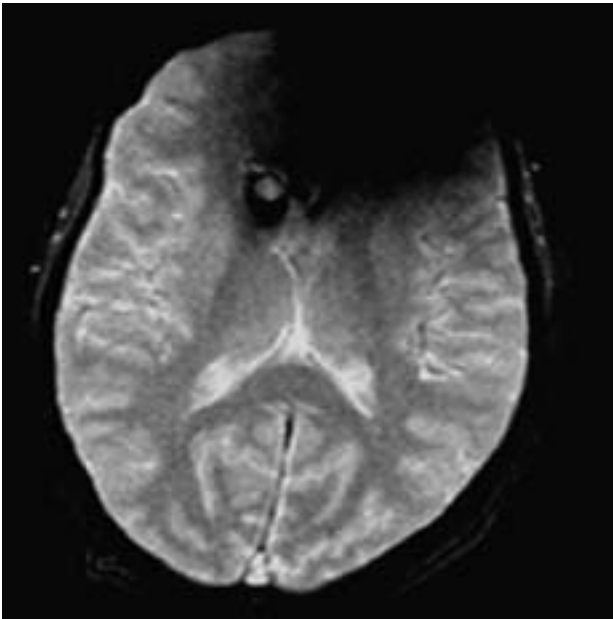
Los artefactos producidos por susceptibilidad magnética son más pronunciados en secuencias GE, dando lugar a un área de pérdida de señal. El artefacto aumenta en sistemas de RM de alto CM.
